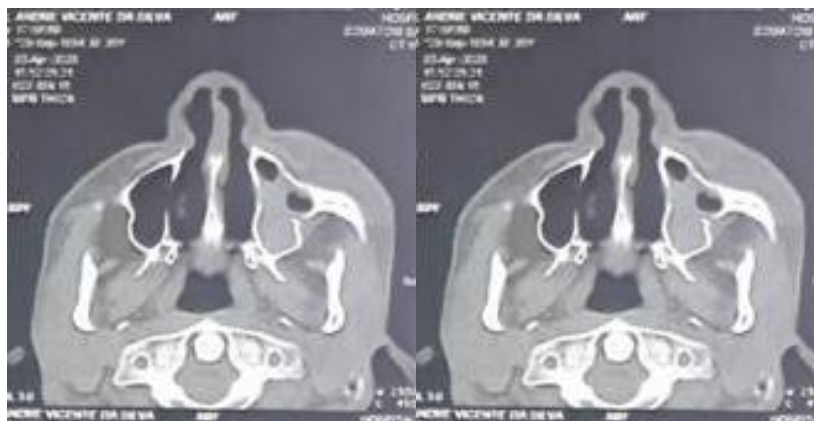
Tomografia computadorizada pós-operatória: corte coronal.
